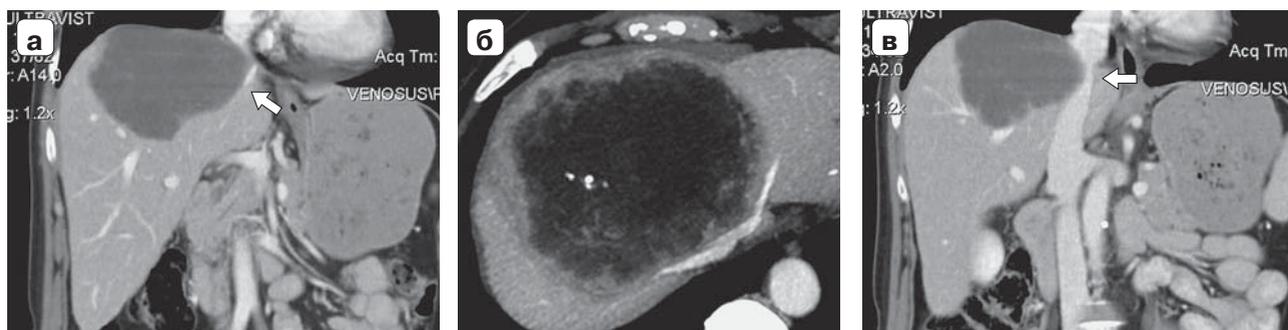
Компьютерная томограмма. Метастаз колоректального рака в печень: а — фронтальная проекция, левая печеночная вена указана стрелкой; б — аксиальная проекция, правая и средняя печеночные вены не прослеживаются; в — фронтальная проекция, сдавление нижней полой вены (стрелка).
